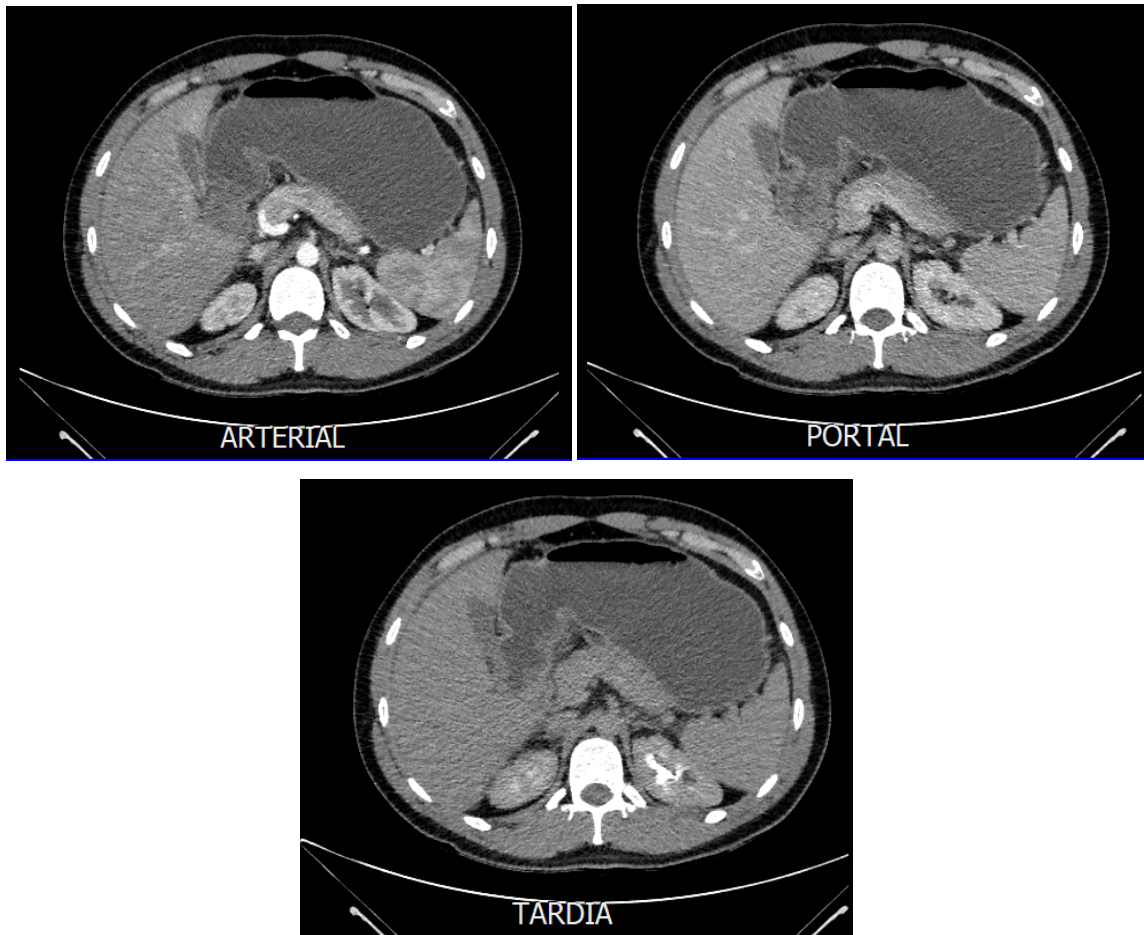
Tomografía computarizada simple y con contraste de abdomen, páncreas
